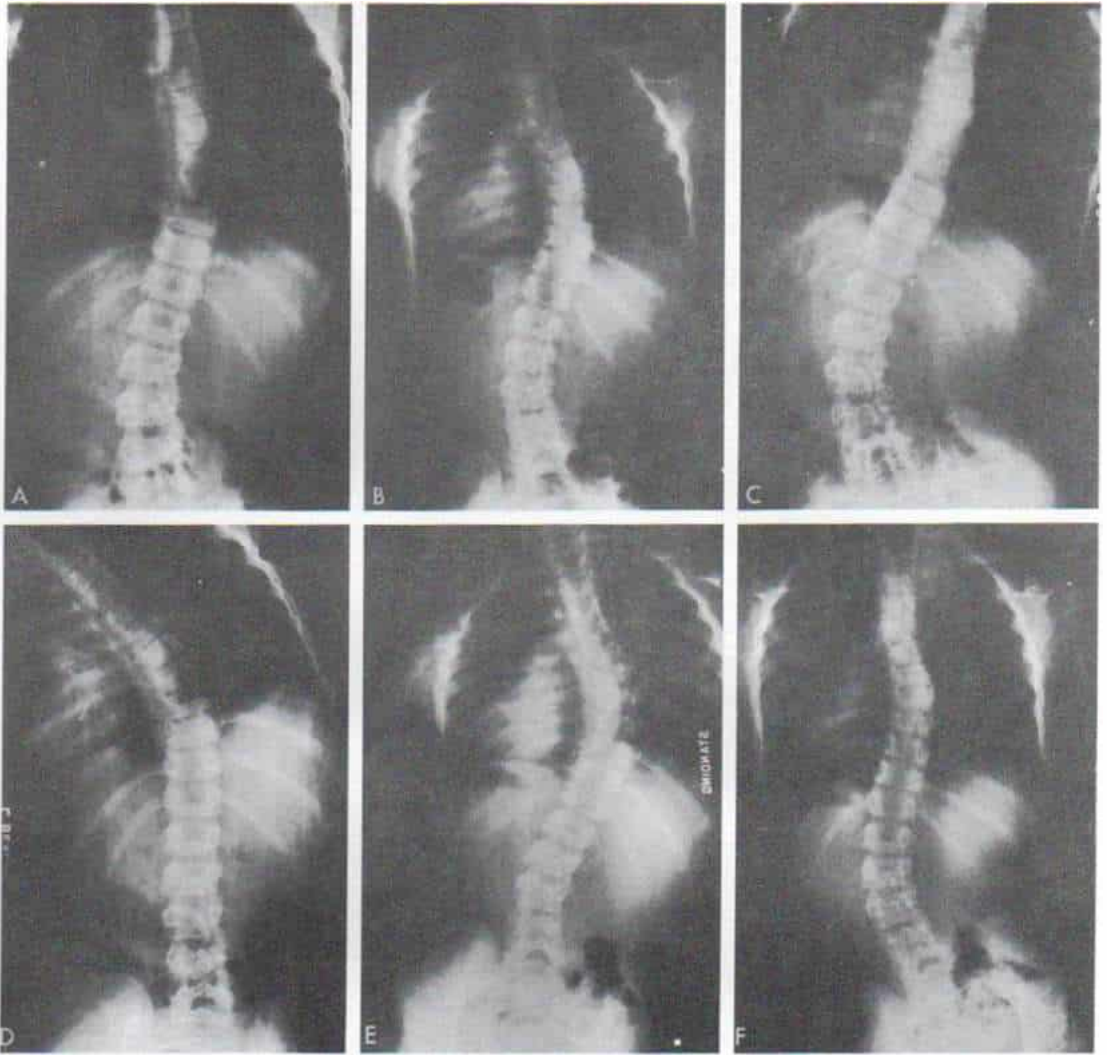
Radiografías de un caso de escoliosis estructural.
